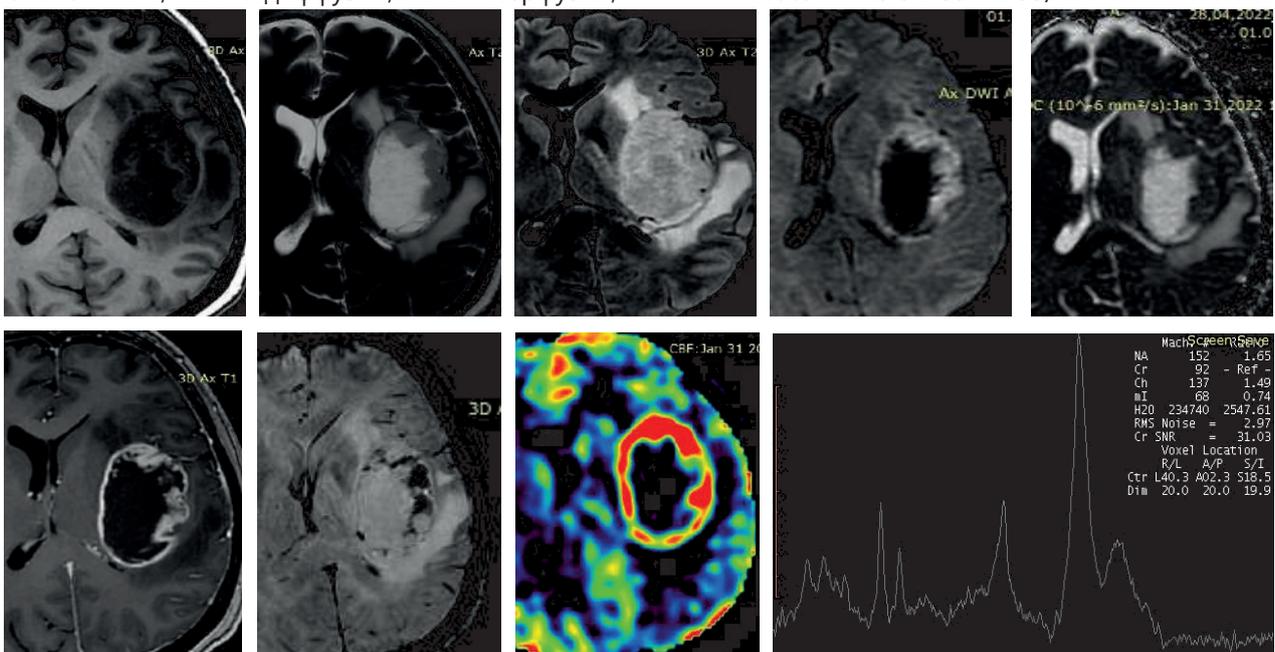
Мультипараметрическое МРТ исследование головного мозга
